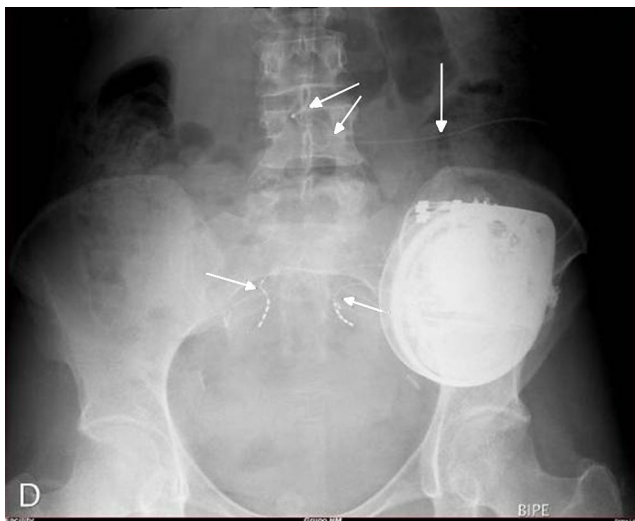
Radiografía AP simple de pelvis para mostrar electrodos de estimulación, raíces sacras y catéter intratecal.
